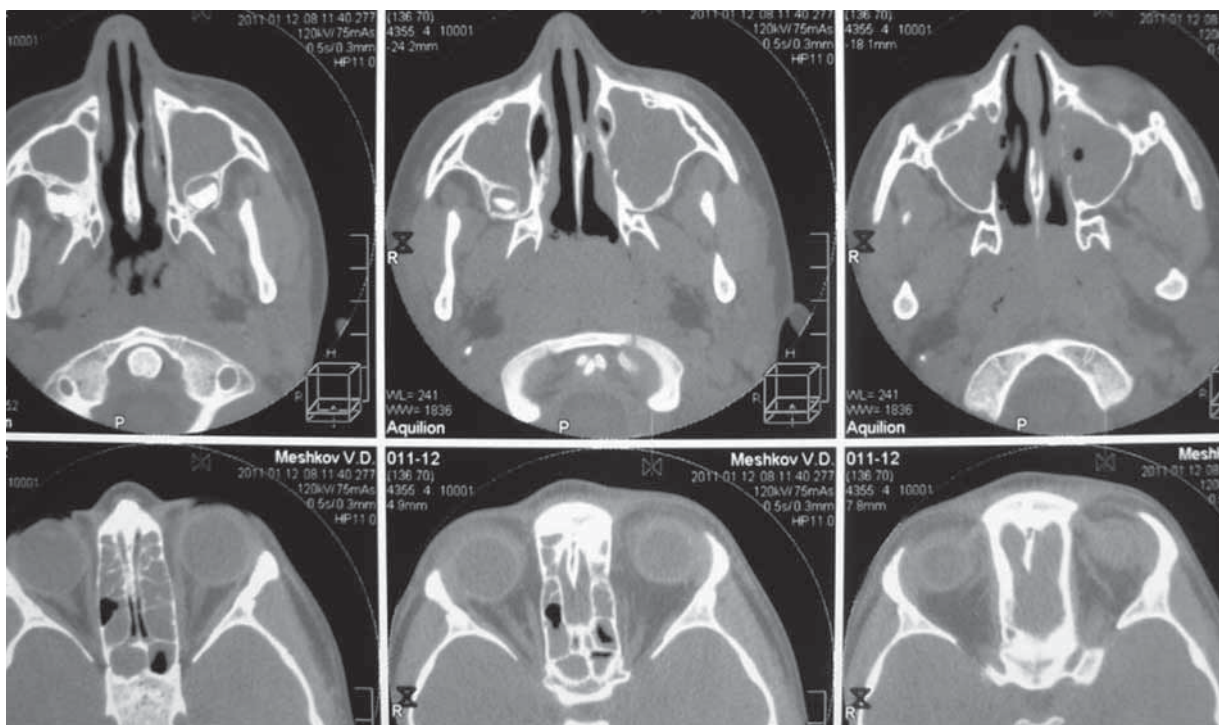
На КТ – картина пансинусита, аденоиды 2–3-й степени.
